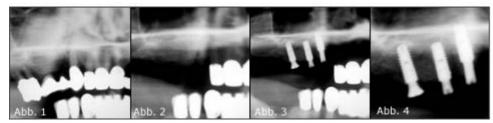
Präoperativer Zustand mit Knochenverlust in Regio 13 und 16. Abb. 2 Postoperativer Zustand nach Extraktion der Zähne und Augmentation. Abb. 3 Postoperativer Zustand nach Implantatinsertion. Abb. 4 Postoperatives Röntgenbild nach Implantatsetzung.
